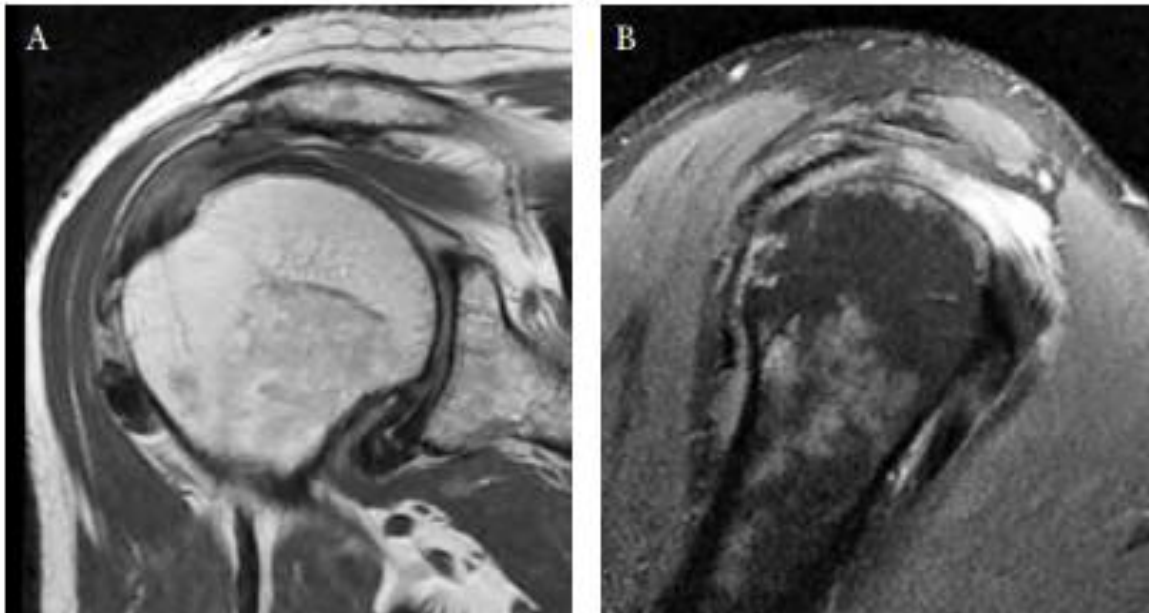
RM cortes sagitales (A) (B) de una rotura de espesor completo del supraespinoso con retracción del borde libre del tendón y atrofia muscular.
